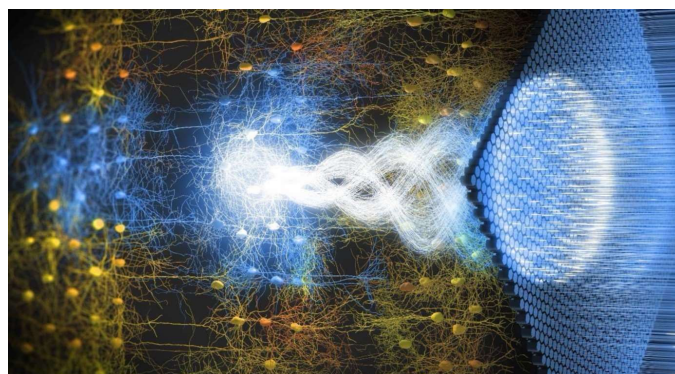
La thérapie sonogénétique consiste à modifier génétiquement certains neurones afin de les activer à distance par ultrasons. © Alexandre Dizeux/Physics for Medicine Paris
